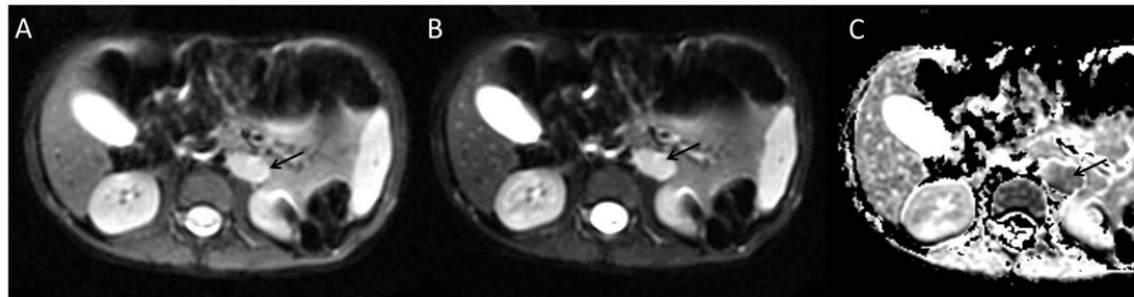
Imágenes de difusión por RM con b= 50s/mm²(A), b= 600s/mm² (B), mapa ADC(C). Neuroblastoma retroperitoneal paraórtico izquierdo que muestra restricción de la difusión (flechas).
